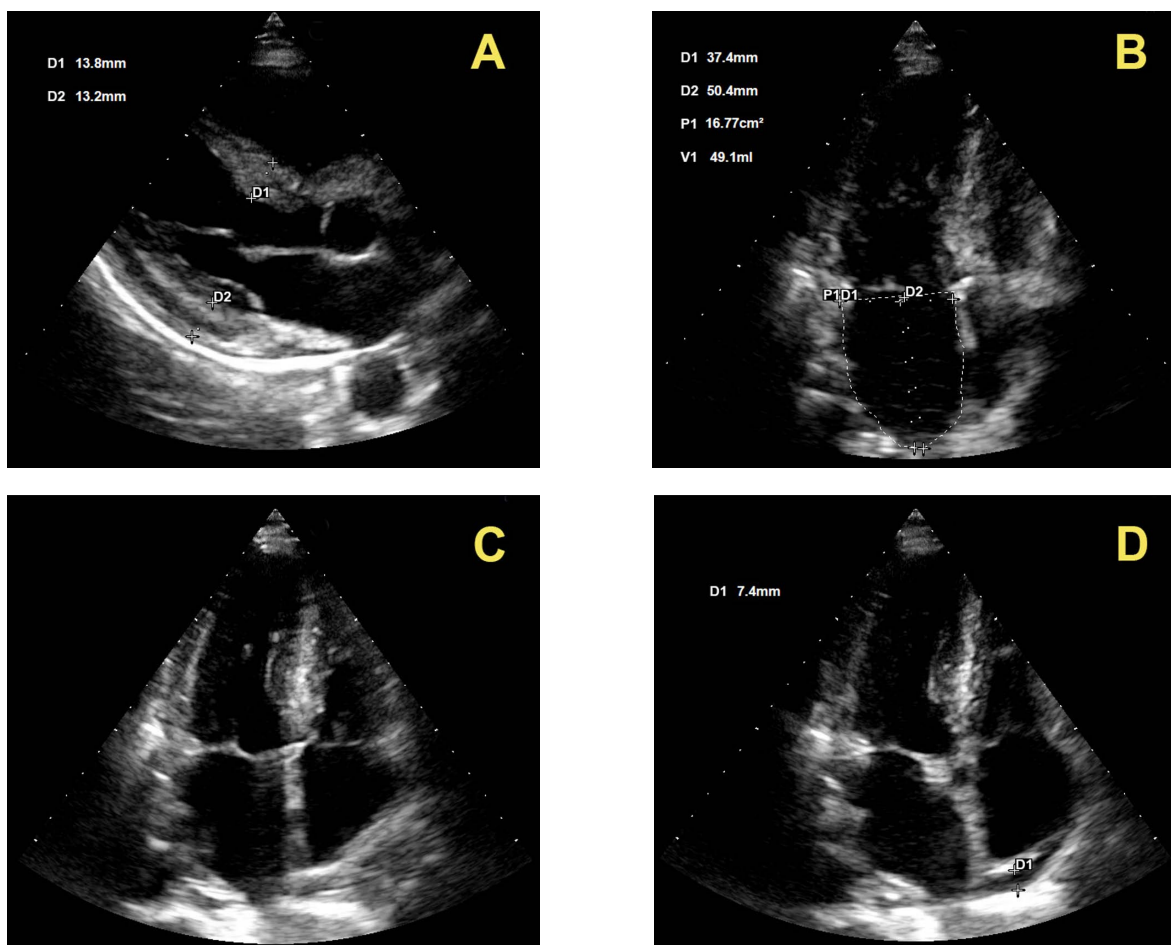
Echocardiographic signs of cardiac amyloidosis in the patient: (A) left ventricular parasternal long axis view — increased thickness of left ventricle posterior wall (D2) and interventricular septum (D1); (B) apical 4-chamber view — myocardial hypertrophy with unchanged size of the heart cavities; D1, D2 — transverse and longitudinal dimensions of the left atrium; P1, V1 — calculated area and volume of the left atrium; (C) the same view — enhanced echo signal in the interventricular septum, typical “shiny” hyperechoic foci; (D) the same view — separation of pericardial sac layers up to 7.4 mm (D1) behind the right atrium
